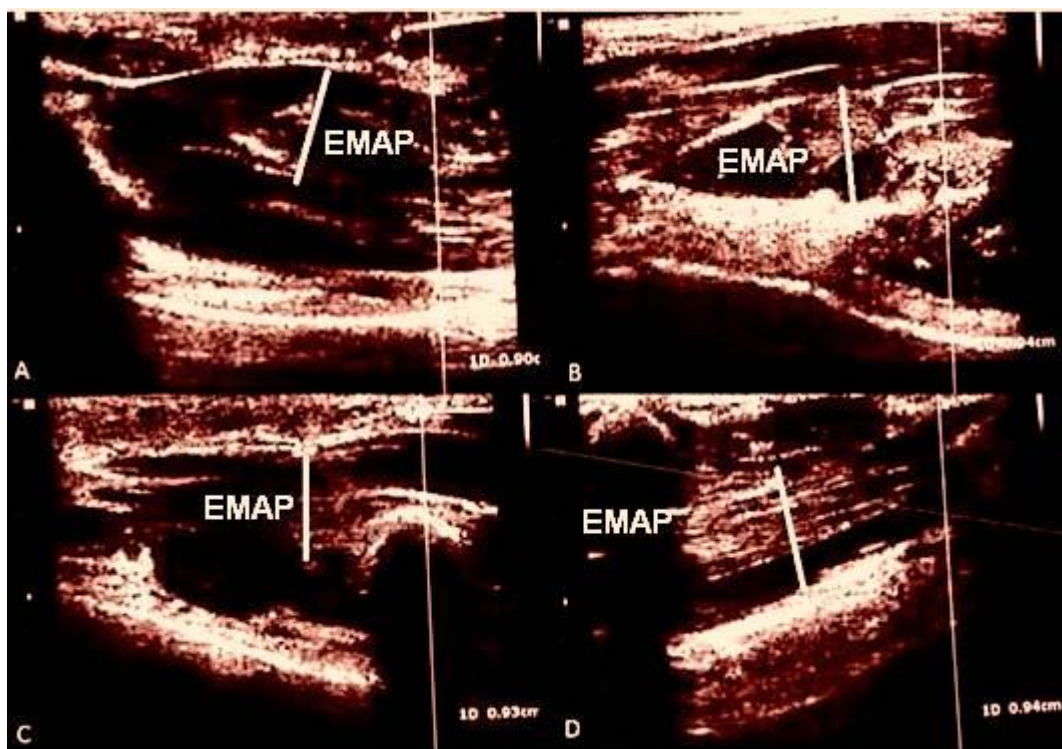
IMAGEM DA ESPESSURA DO MÚSCULO ADUTOR DO POLEGAR DA MÃO DOMINANTE OBTIDA POR MEIO DE ULTRASSONOGRAFIA
